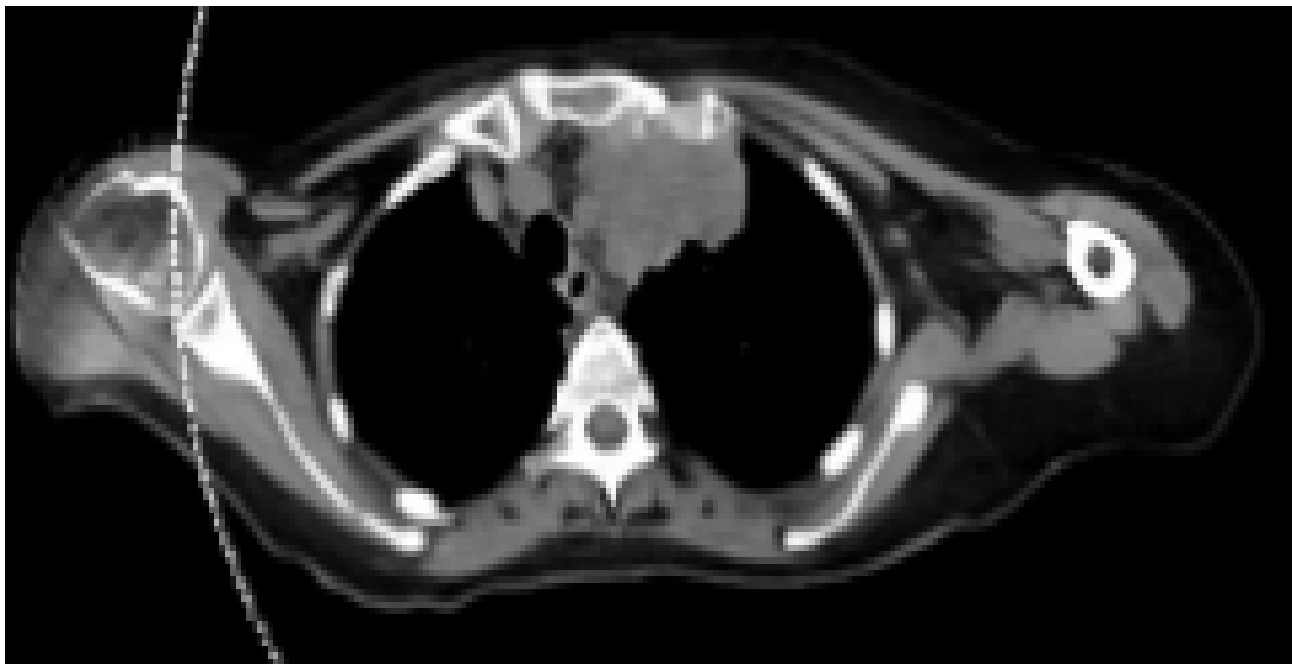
Lesión en TC al diagnóstico 12/09/2022
